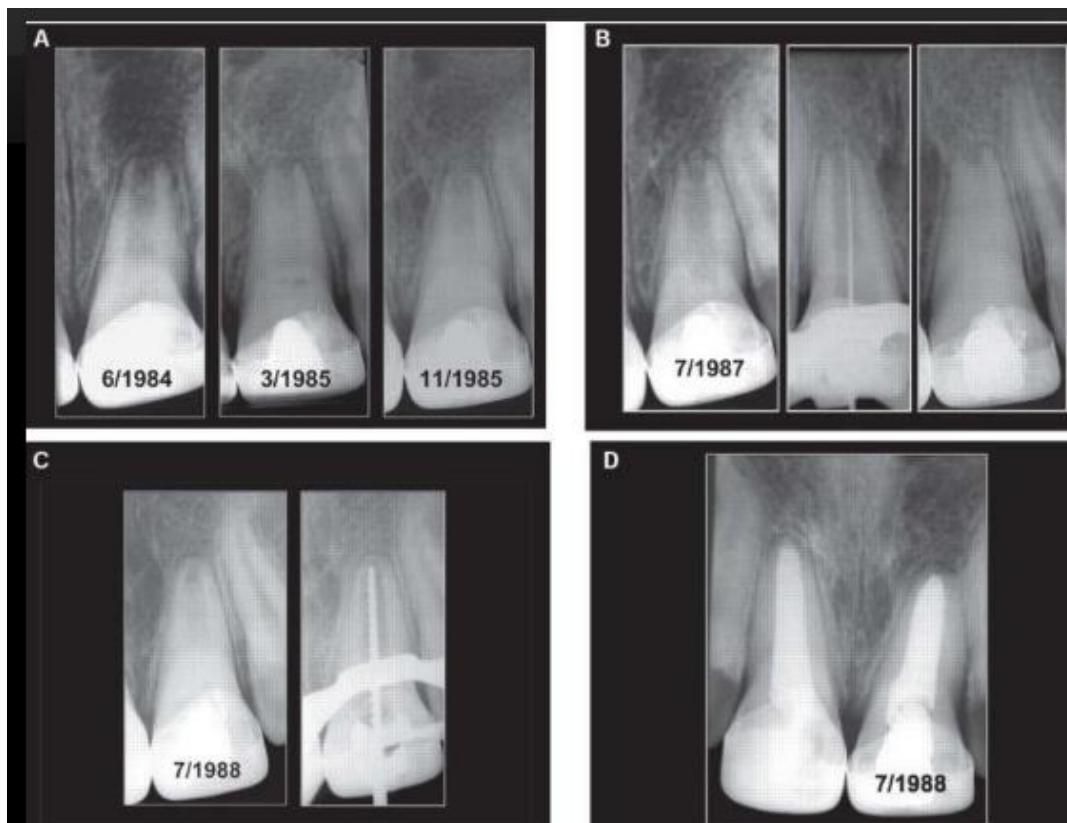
Seguimiento radiográfico del tratamiento con pasta de hidróxido de calcio de un incisivo central superior con rizogénesis incompleta, mortificación pulpar y lesión periapical.(7)
